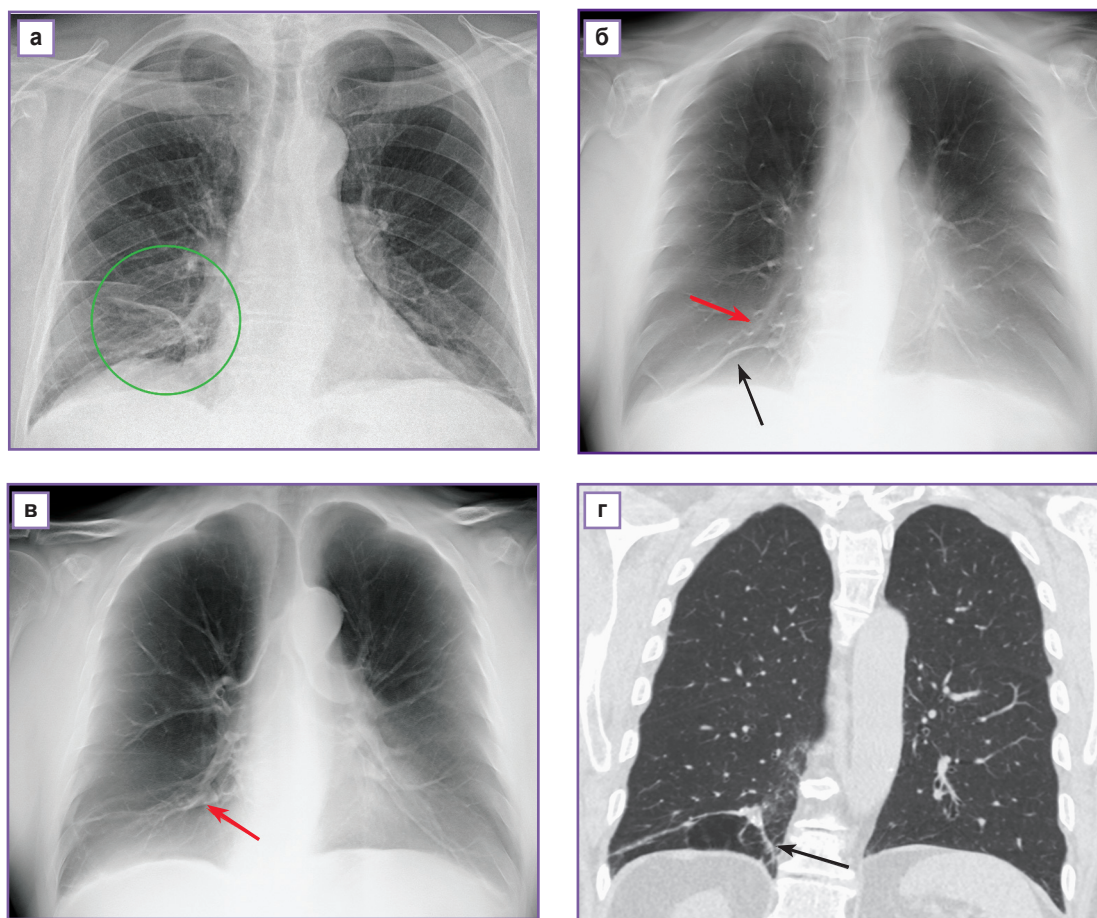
Цифровая рентгенограмма в прямой проекции (а), томограммы (б, в) и компьютерная томограмма (г) во фронтальной плоскости органов грудной клетки. На рентгенограмме в нижних отделах правого легкого отмечается понижение прозрачности легочной ткани (зеленый круг). На томограммах в области предполагаемых инфильтративных изменений легочной ткани выделяется обогащенный легочный рисунок (красные стрелки) и фиброзные изменения (черные стрелки), что подтверждается на компьютерной томограмме
